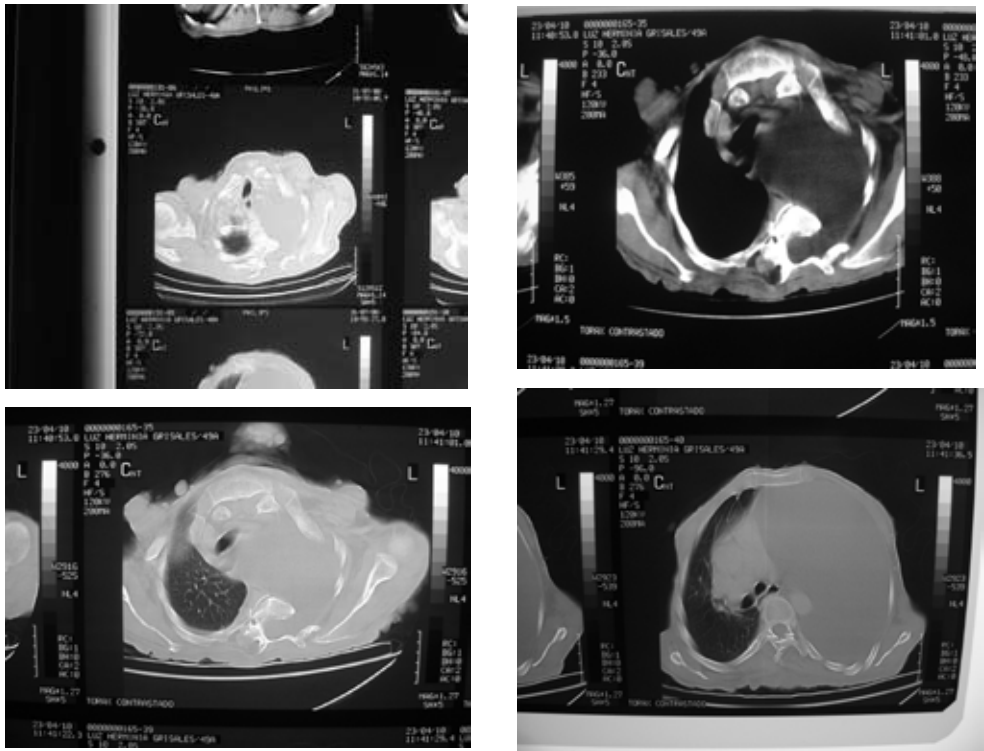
A. TAC de tórax mostró la destrucción del cuerpo vertebral en la salida del trayecto del nervio.(neuroforamen) B. Con continuidad del meningocele al canal espinal.
